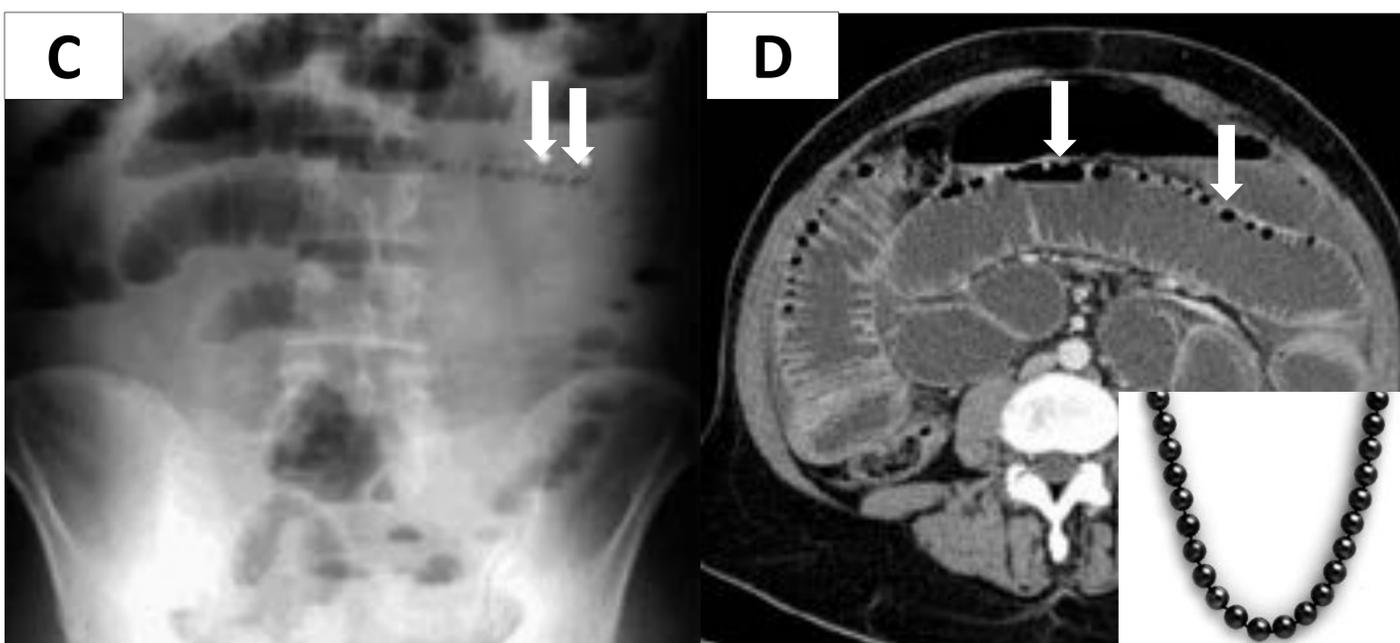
Signo del collar de perlas en paciente con obstrucción por adherencias en rx simple de abdomen (A) y su correlación con la TC (B).
